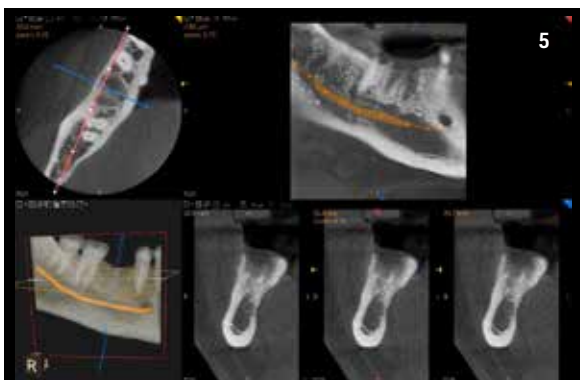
Cone beam computed tomography (CBCT) con CS 9300® (Carestream). Visualizzazione del sito ricevente l'impianto. È possibile disegnare il nervo alveolare inferiore nella panorex, in modo da poterne evidenziare la posizione in ciascuna delle cross-sections.
